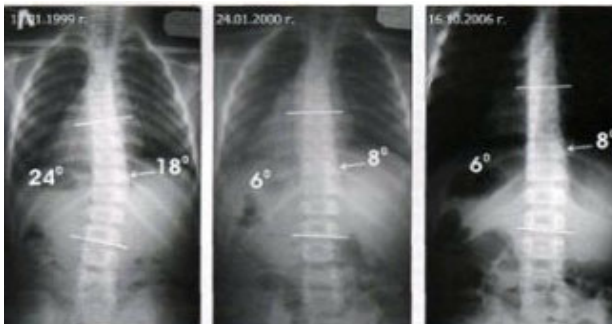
Вертикальні передньо-задні рентгенограми пацієнта Ш. 1993 року народження в динаміці спостереження.
